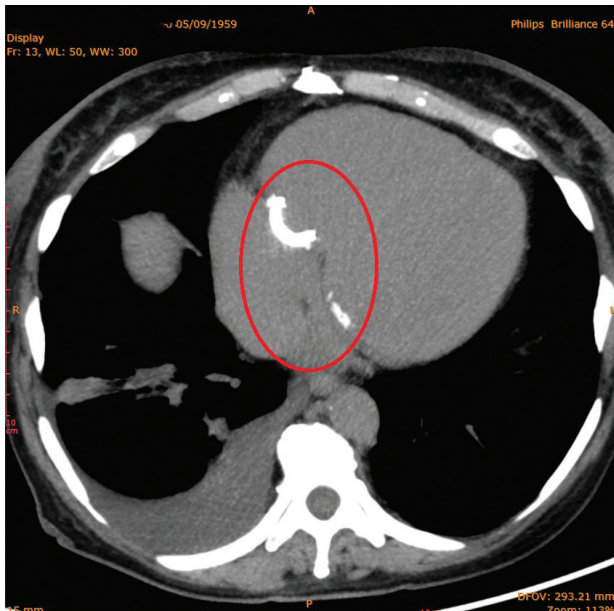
Комп'ютерна томографія грудної клітки. Еліпсом позначено опорні кільця протезованих клапанів
